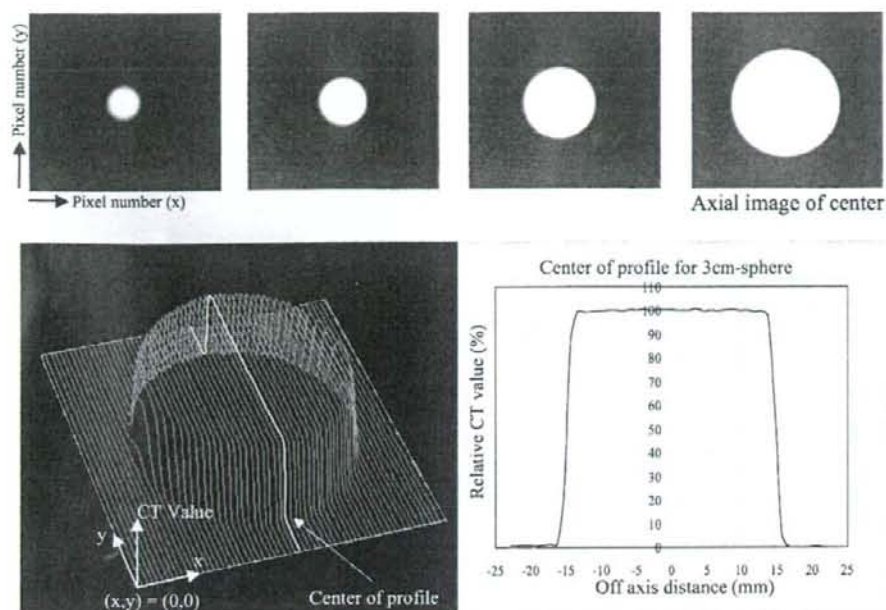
The decide of CT value of interface of acrylic and air.
